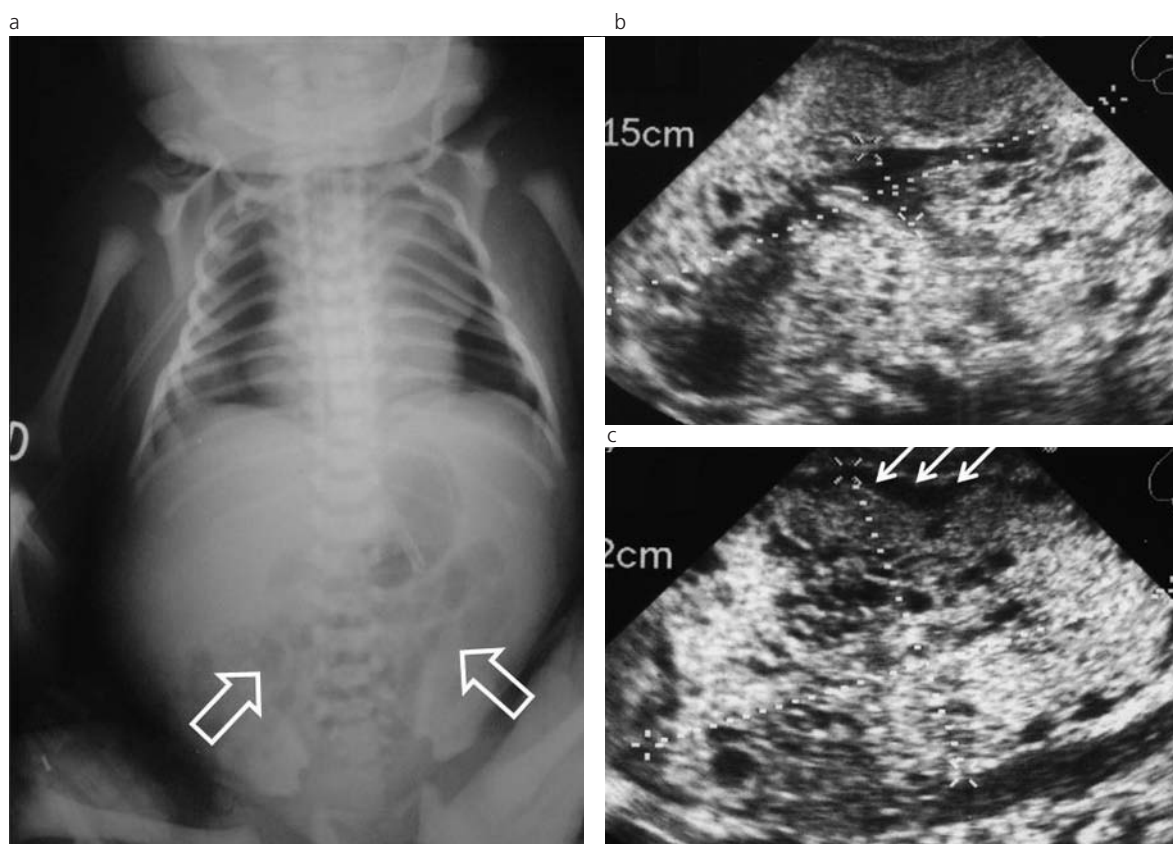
Enfermedad Poliúística Autosómica Recesiva. (a) Rx directa toracoabdominal. RN con masa abdominal palpable. Se evidencia grandes masas en ambos flancos que desplazan las asas intestinales rellenas de aire centralmente (flechas huecas). (b) y (c) Ecografía. Se observan riñones aumentados de tamaño, de contornos lobulados, con múltiples imágenes quísticas pequeñas. Incremento marcado de la ecogenicidad, resultado de la interfase entre el líquido y la pared de los túbulos. Nótese en (c) un anillo hipoeogénico periférico probablemente secundario a la compresión de la corteza renal normal (flechas).
